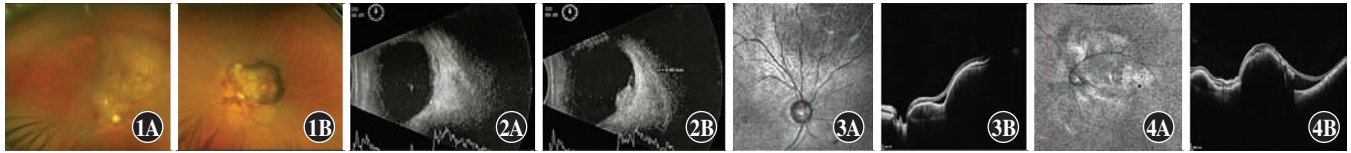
彩色眼底照相 A:右眼底可见视盘上方局限性隆起,呈乳黄色 B:左眼视盘周围多灶性视网膜层间出血,颞上方视网膜高度隆起,视网膜下出血 图 2 眼部 B 型超声检查 A:右眼晶状体位置可见蝶形强回声,玻璃体内可见斑点状和条膜状中等强度回声,后运动轻 B:左眼晶状体位置可见蝶形强回声,玻璃体内可见条膜状中等强度回声,后运动轻,颞侧及上方球壁可见一中等回声增厚,表面覆盖视网膜 图 3 右眼底 OCT 检查 A:红外线成像技术 B:扫描 OCT 对应于红外线上的绿线,视盘鼻上方可见局限性神经上皮层隆起,外层散在细颗粒状高反射点,与 RPE 层间可见低反射液性光学空腔;RPE 层表面反射条带不光滑伴隆起,局部脉络膜肿块状隆起呈高反射信号,其下伴光衰减 图 4 左眼底 OCT 检查 A:红外线成像技术 B:扫描 OCT 对应于红外线上的绿线,黄斑区上方可见局限性神经上皮层隆起,局部层间囊样改变,与 RPE 层间可见细颗粒状高反射物质堆积,RPE 层表面反射条带不光滑伴隆起,局部脉络膜不规则隆起呈高反射信号,其下伴光衰减
